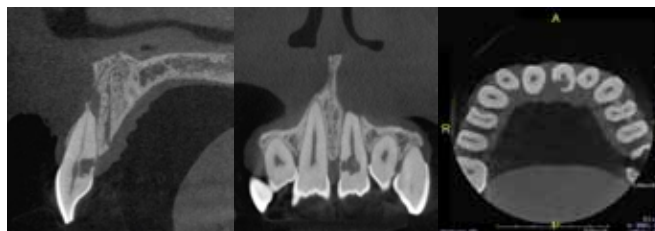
Tomografía de haz cónico: Sección (A) sagital, (B) coronal y (C) Axial
